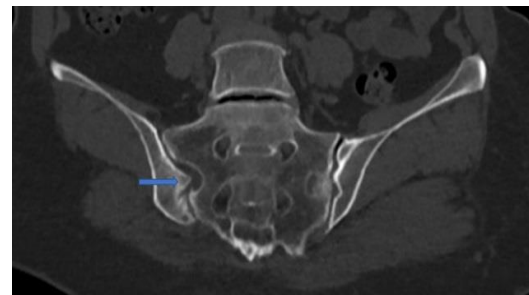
In coronally reformatted CT image; tongue in Groove morphology (long arrow)
